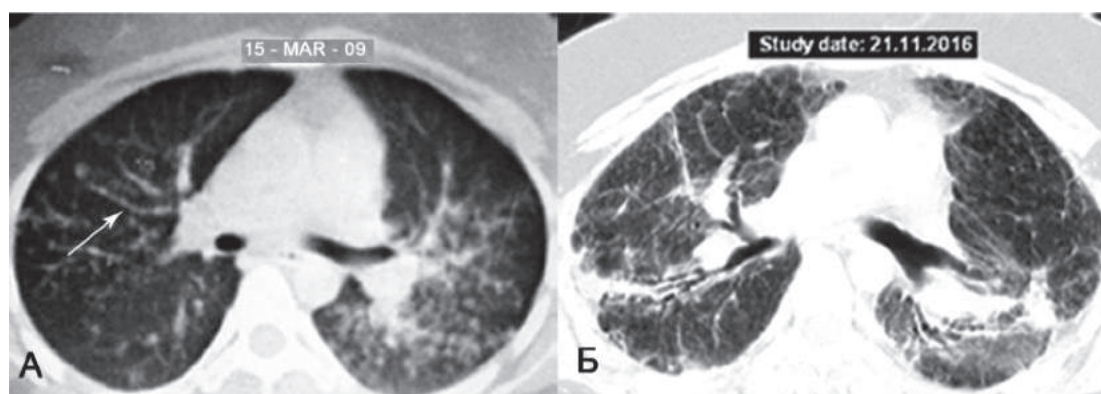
КТ ОГП больній Р., 1977 року народження. А — саркоїдоз II стадії: двостороння прикорнева лімфаденопатія, вузлова диссемінація з розподіленням вузлів вздовж бронхо-судинних пучків з утворенням чітко виражених утолщень (стрілка); Б — саркоїдоз IV стадії: розповсюджений очаговий і інтерстиціальний фіброз легень з тракційними бронхоектазами.
